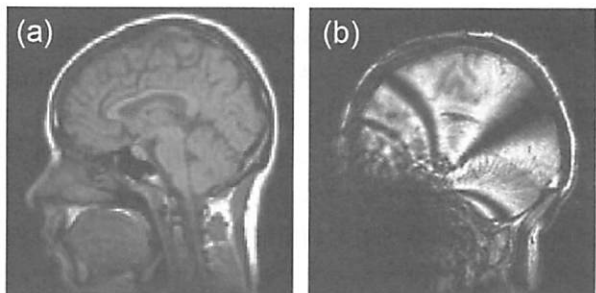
(a) 通常の人体頭部 MRI 画像と (b) 歯科用補綴物によるアーチファクトの発生例
